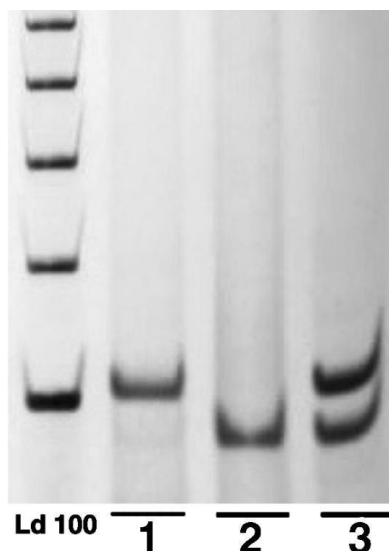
Electrophoretic profile of SOD2 rs4880 polymorphisms: Ld 100: 100 bp molecular standard; 1- CC genotype (111 bp), 2- TT genotype (81 and 30 * bp) and 3- TC genotype (111, 81 and 30 bp). *The 30 bp band cannot be seen in the polyacrylamide gel because, as it is very light, it is lost during the electrophoretic run.
